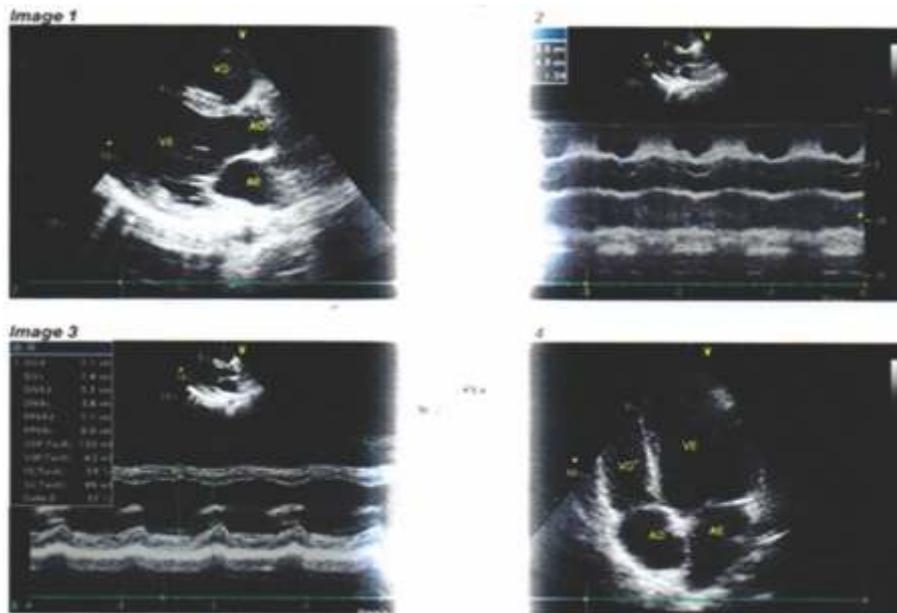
Ecocardiograma 11/11/2014 Folha 1.
